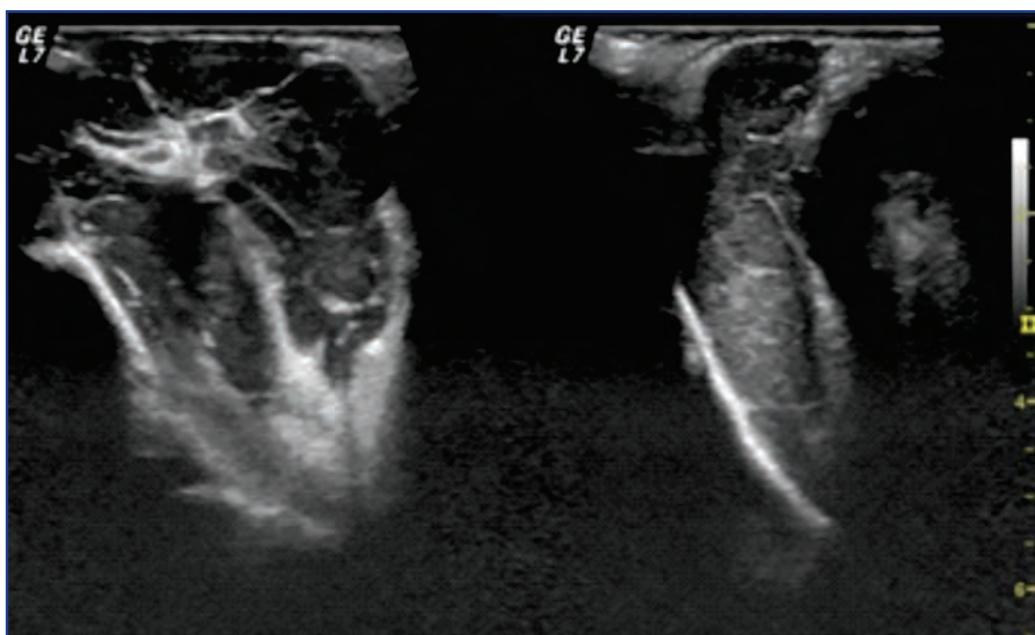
УЗИ, пациент А., 67 лет, с диагнозом лимфома орбиты
